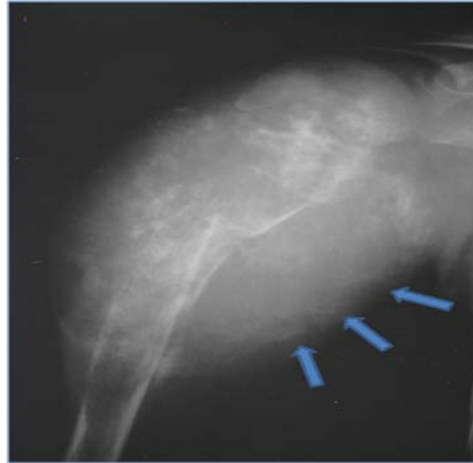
Radiographie de l'épaule droite de face: Chondrosarcome. Lésion lytique perméative classée type III de Lodwick de l'extrémité supérieure de l'humérus, avec importante infiltration des parties molles adjacentes (flèches).
